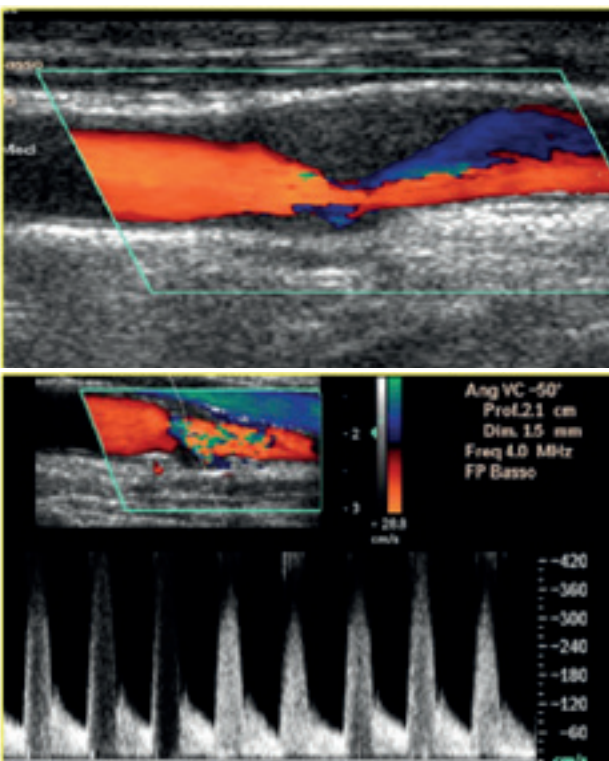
e 5B - Stenosi serrata carotide interna: immagine color e color Doppler
